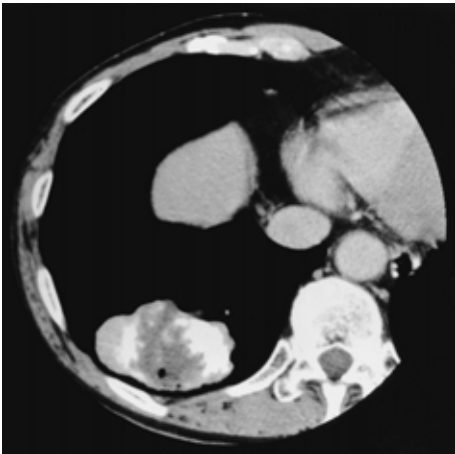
Chest CT scan showing a large mass with intense calcification
